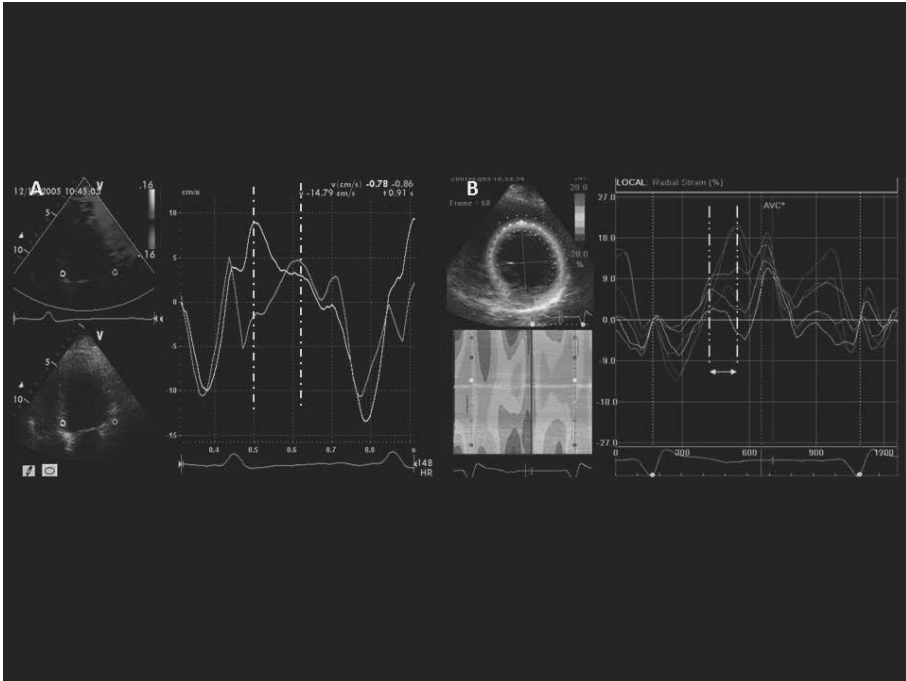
esempi di dissincronia intramiocardica longitudinale (A) con doppler tissutale, e radiale con strain bidimensionale (B).
